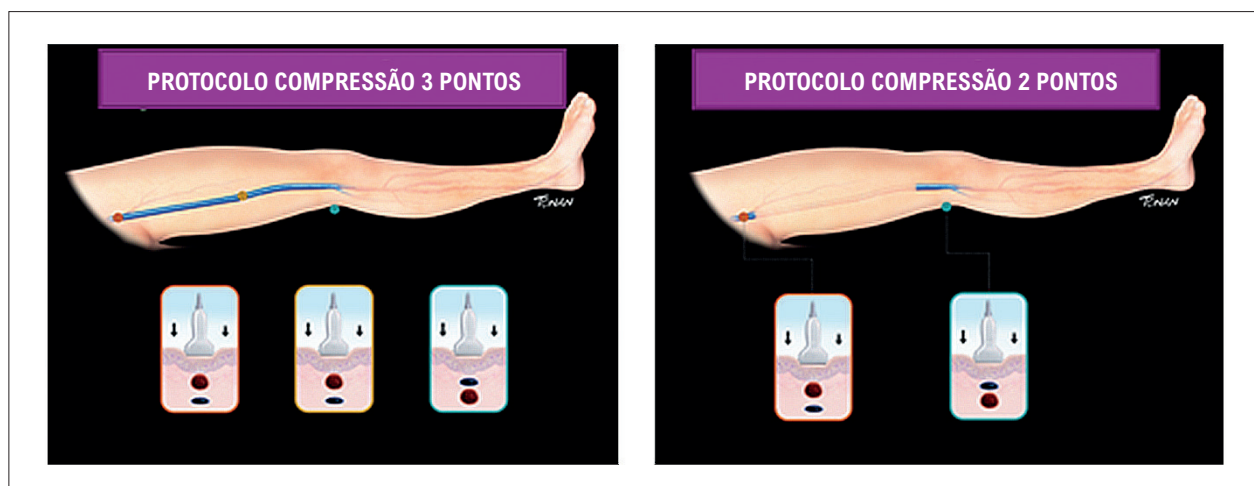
A: protocolo de exame de ultrassonografia de compressão estendido (três pontos); B: protocolo de exame de ultrassonografia de compressão (dois pontos).
